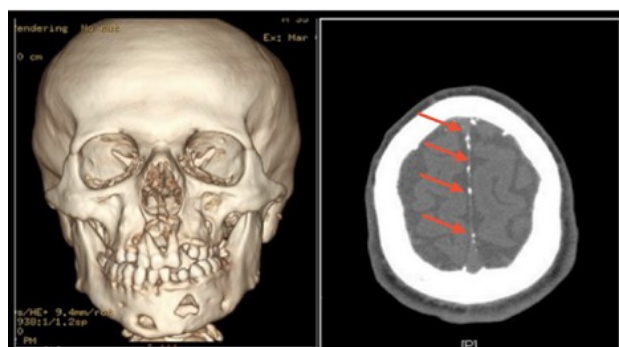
Tomografía de cabeza y cuello donde se aprecian zonas hipodensas en ambos maxilares y con flechas se señalan las calcificaciones de la hoz del cerebro.
